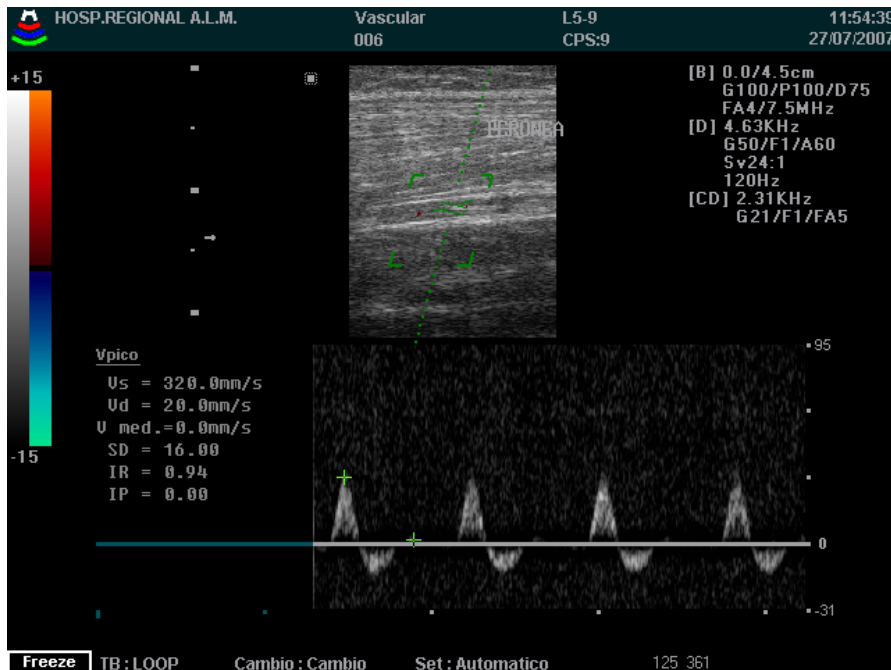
Imagen doppler color de arteria perónea
